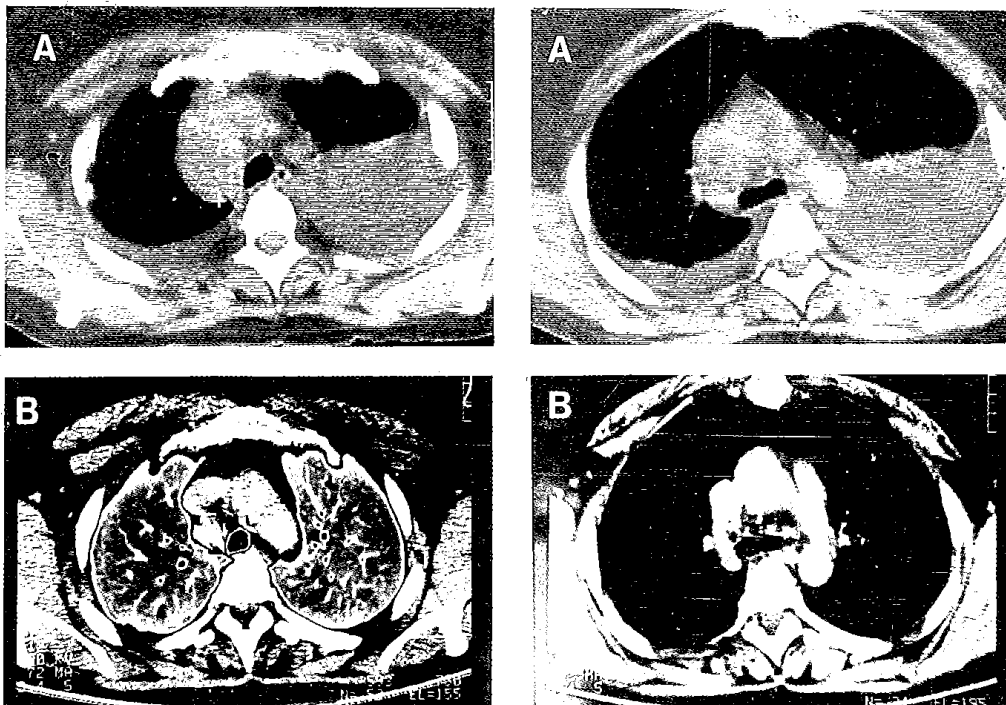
Tomografía axial computadorizada torácica realizada en el momento del diagnóstico (A) y a los 8 meses del mismo (B). En esta última se observa desaparición completa de la masa hiliar y del derrame.
